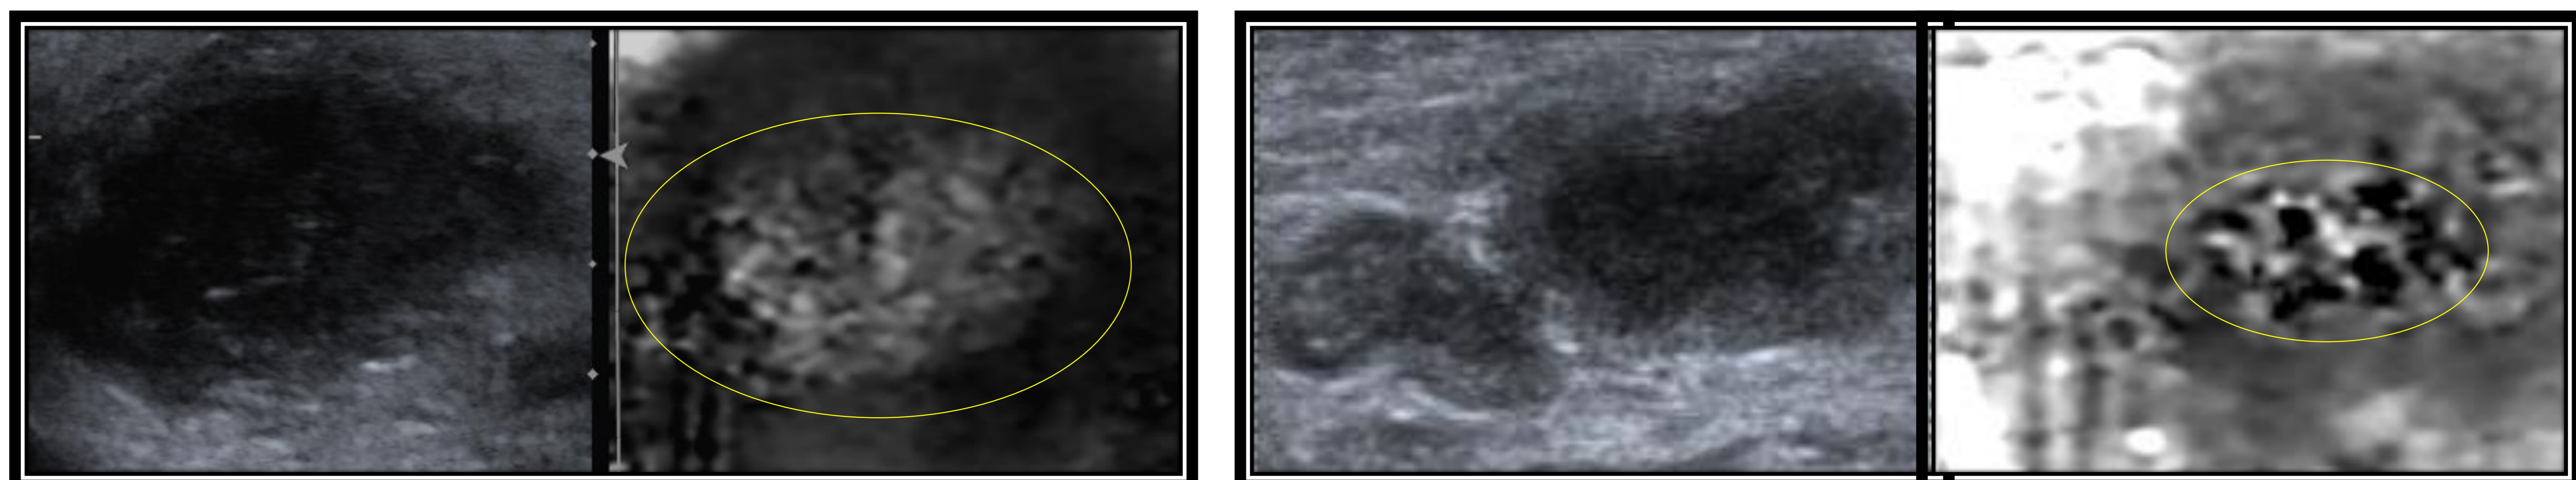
Ecografía de cuello. Adenopatías desestructuradas cervicales. A la izquierda con elastografía hiperelástica compatible con flemón. A la derecha elastografía con artefacto de quiste compatible con contenido líquido.
